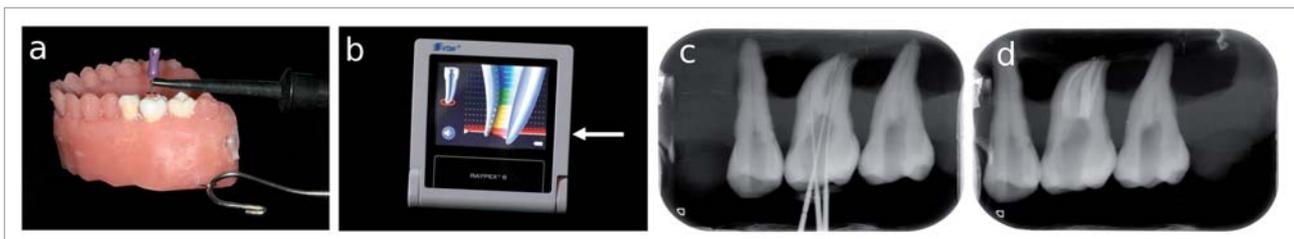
Vorgehensweise bei der elektrometrischen Arbeitslängenbestimmung anhand eines Übungsmodells (a). Nach der koronalen Erweiterung wird ein kleines Instrument (z. B. ISO-Größe 10) in den Wurzelkanal vorgeschoben, bis der Apexlokator (hier: RAYPEX 6, VDW) signalisiert, dass die Instrumentenspitze das apikale Foramen erreicht hat (b). Anschließend wird der Gummistopper des Instruments auf den Referenzpunkt (z. B. Höckerspitze) eingestellt und die Länge der Feile gemessen. Von dieser gemessenen Länge kann für die definitive Arbeitslänge anschließend ein Sicherheitsabstand subtrahiert werden. Im Rahmen der Behandlung sollte die Länge durch eine zusätzliche Röntgenkontrolle verifiziert werden (c).
